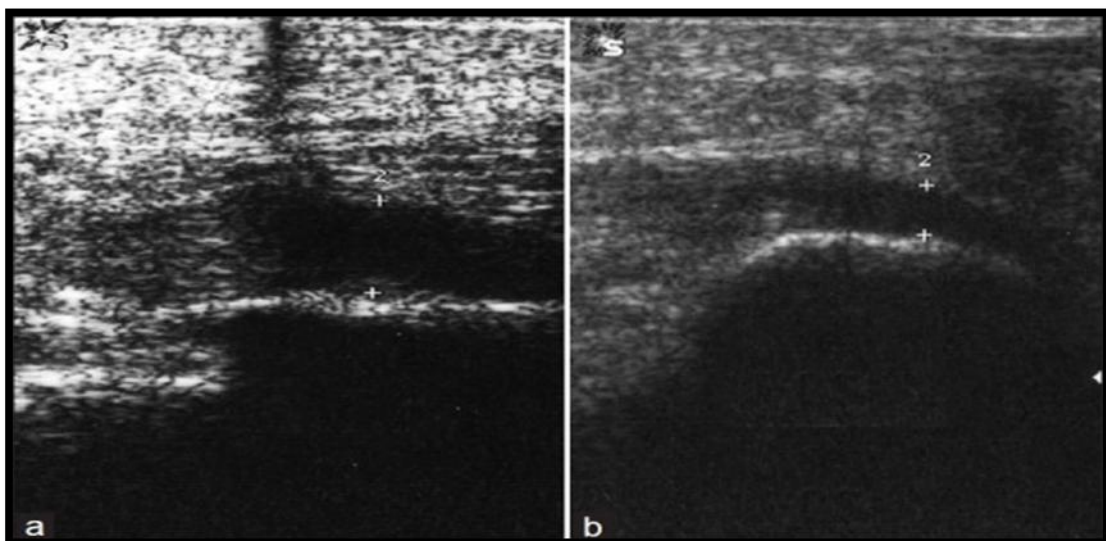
Grosor de la fascia visto con ecografía después del tratamiento A (placebo) y B (ESWT)<sup>56</sup>.
